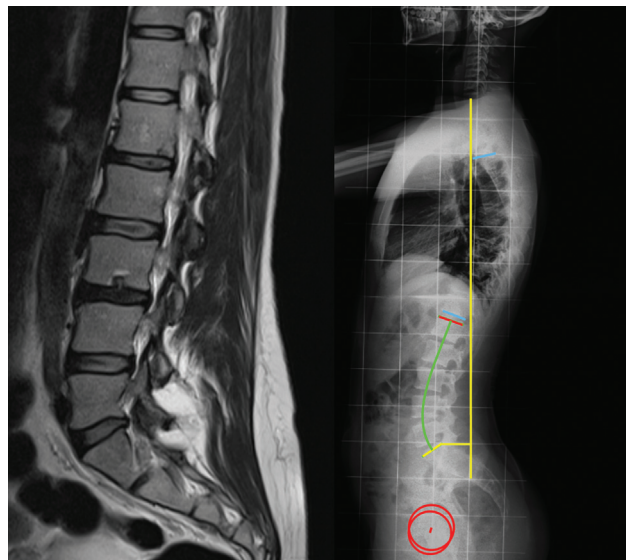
Exemplo de paciente com nódulos de Schmorl à ressonância magnética (esquerda); medida dos parâmetros da coluna vertebral e pélvica em uma radiografia lateral da coluna vertebral em pé (direita).
